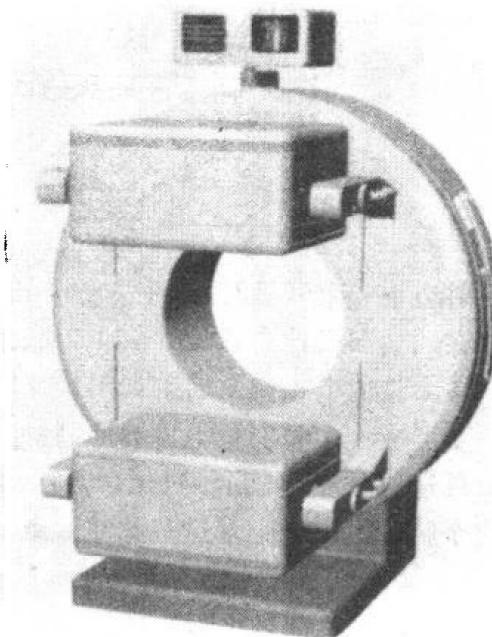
Maxxus 型双探头 SPECT
